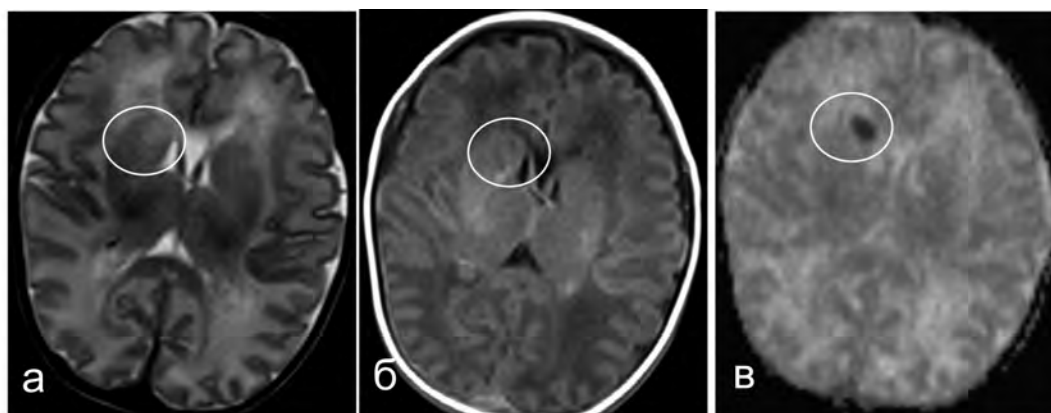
МРТ головного мозгу в аксиальній площині новонародженого в віці 1 дня з ТБА. Острый ішемічний інфаркт в головці хвостатого ядра (ІКД= $0,41 \times 10^{-3} \text{ мм}^2/\text{сек}$). T1-ВИ (а), T2-ВИ (б), ІКД-карта (в)
